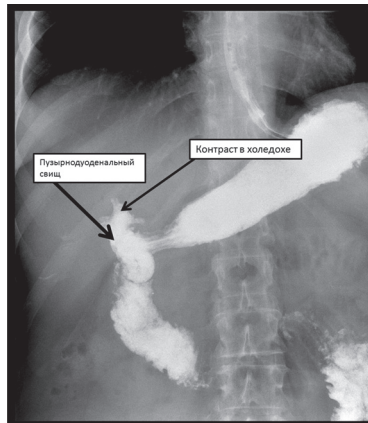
Рентгеноскопия желудка (пассаж бария).
